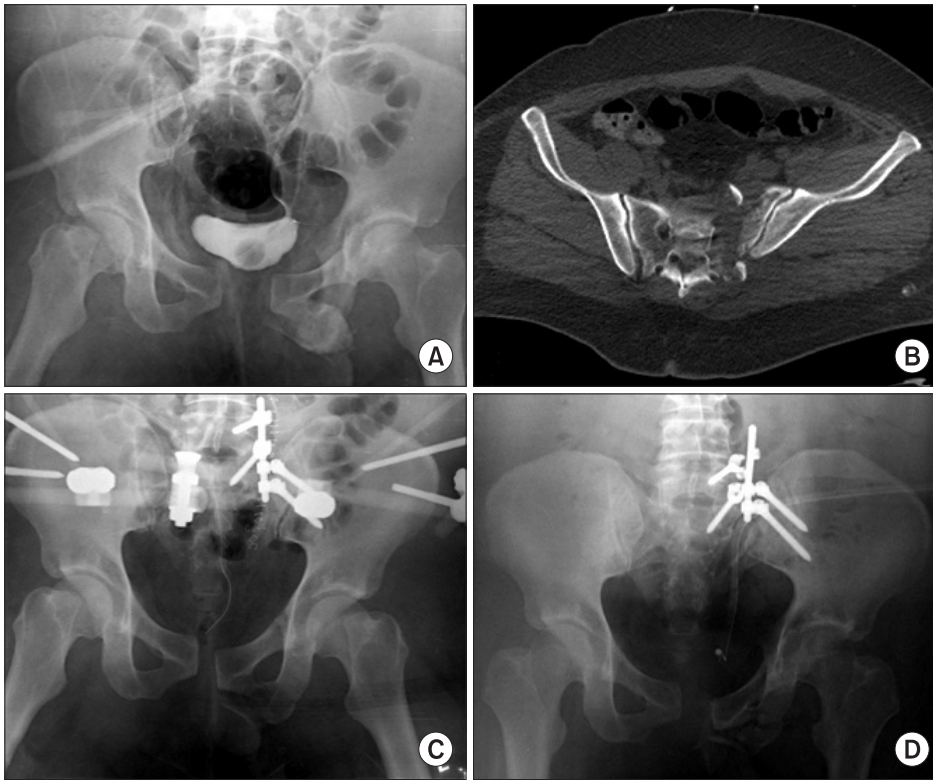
A 29-year-old male patient who was injured by traffic accident, he had a left sacrum fracture (Denis classification II) and symphysis pubis separation. (A) At pelvis antero-posterior radiograph, there were sacrum fracture, symphysis pubis separation and left superior and inferior pubic ramus fracture. (B) Computed tomography shows vertically unstable transforaminal sacrum fracture. (C) Anterior external fixation and posterior pediculo-iliac fixation were done. (D) At postoperative 2 months, pelvis radiograph shows symphysis pubis re-separation and sacral screw cap breakage.
